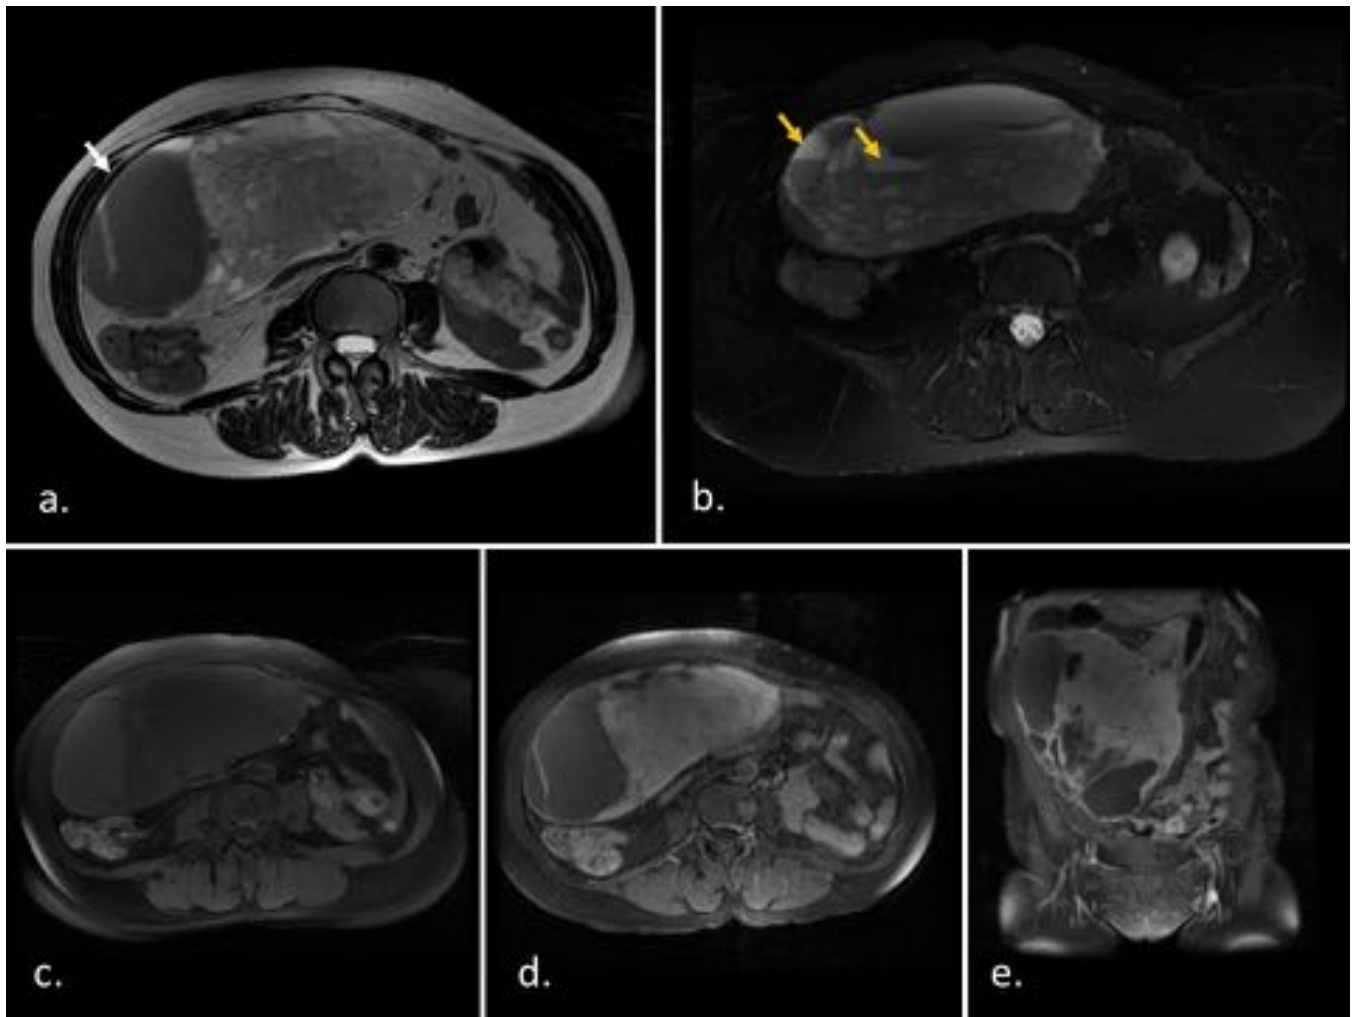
Hemangioendotelioma epitelióide de epiplón en mujer de 58 años. RM: (a) Axial T2 donde se identifica masa intraperitoneal de bordes definidos y contenido heterogéneo, con componente sólido (flecha blanca) y quístico. (b) Axial T2 con supresión grasa caudal a (a) apreciándose aspecto múltiquístico con niveles líquido-líquido (flechas amarillas). Axial T1 sin (c) y con contraste iv (d) y coronal T1 con contraste iv (e) donde se observa un marcado realce del componente quístico.
